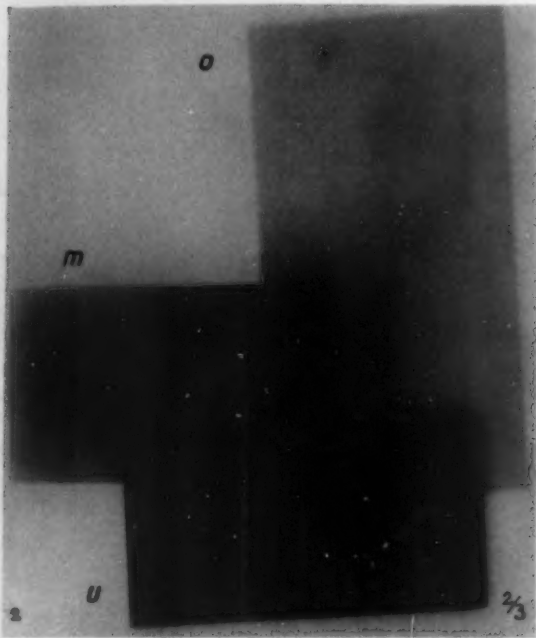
Röntgenaufnahme der drei in Abb. 1 dargestellten Plättchen ohne Streustrahlenblende.
